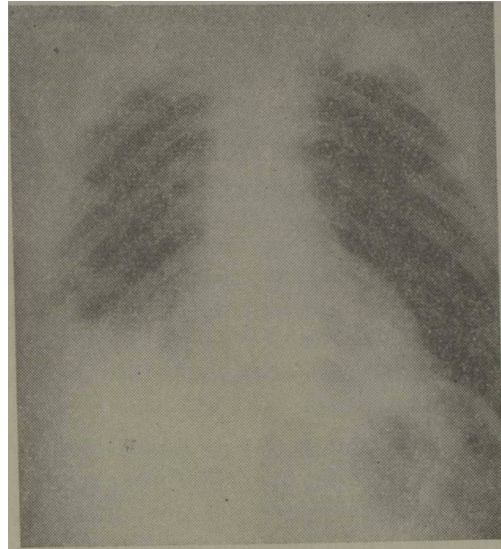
Hemotórax producido como complicación de punción percutánea yugular interna derecha. Esta radiografía fue realizada después de habersele extraído al paciente 1 500 ml de sangre mediante punción torácica; a continuación su evolución fue favorable.
